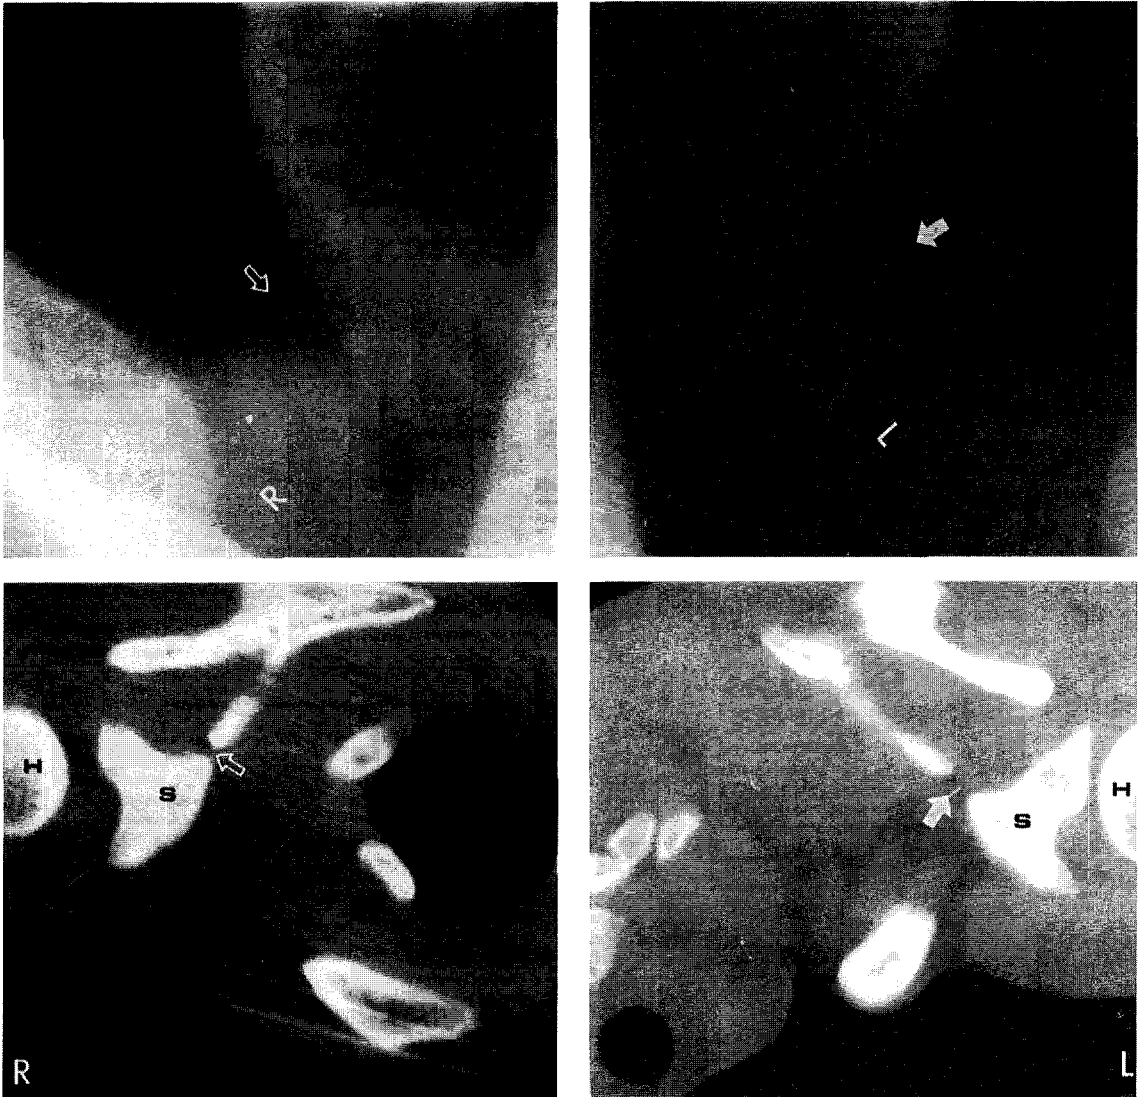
Suprascapular view with the X-ray tube angled 15 - 30 degree caudally(upper; magnifying finding) and CT scan(lower) show narrowed suprascapular notch on right side of the patient II. White arrow=suprascapular notch of the healthy side
